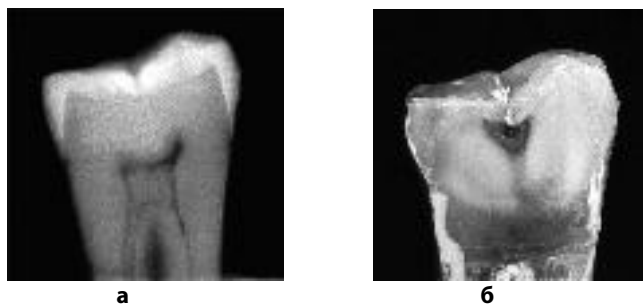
Рентгенологическая картина кариозных поражений.
